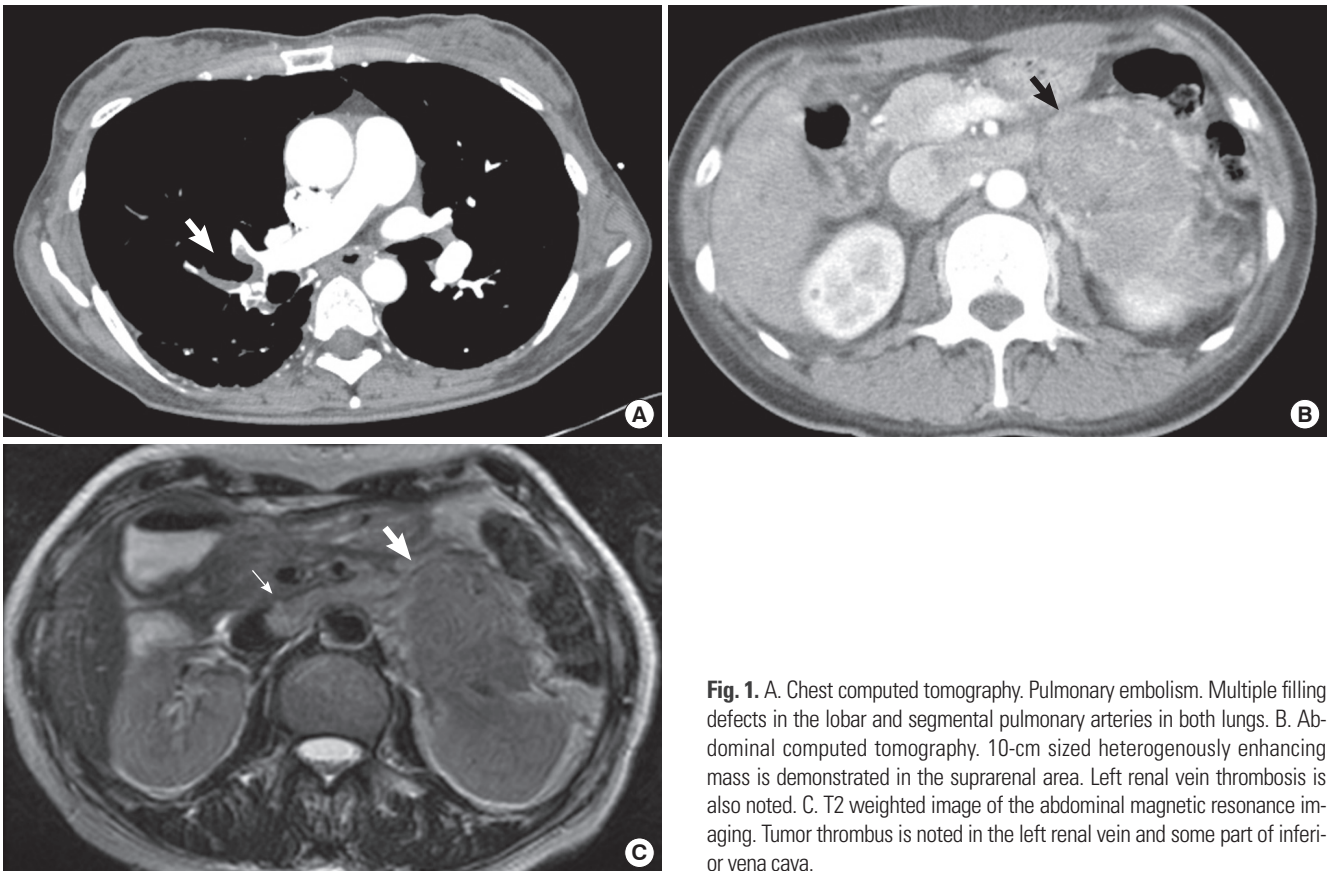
A. Chest computed tomography. Pulmonary embolism. Multiple filling defects in the lobar and segmental pulmonary arteries in both lungs. B. Abdominal computed tomography. 10-cm sized heterogeneously enhancing mass is demonstrated in the suprarenal area. Left renal vein thrombosis is also noted. C. T2 weighted image of the abdominal magnetic resonance imaging. Tumor thrombus is noted in the left renal vein and some part of inferior vena cava.
